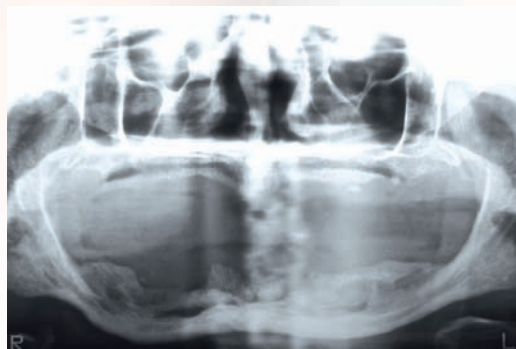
Ortopantomografia a 6 mesi dall'incremento (1991).
